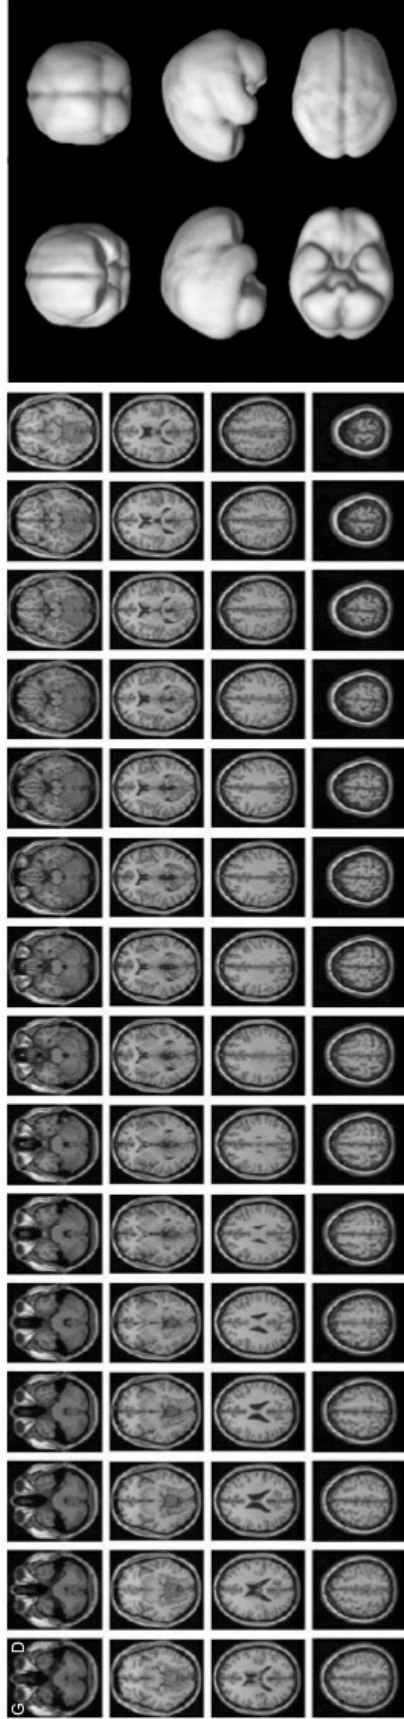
Régions cérébrales hypométaboliques entre les sous-groupes avec et sans antécédent d'HTA projetées sur un rendu MIP 3D (à droite) et sur des coupes axiales pondérées T1 d'un template IRM (à gauche).
